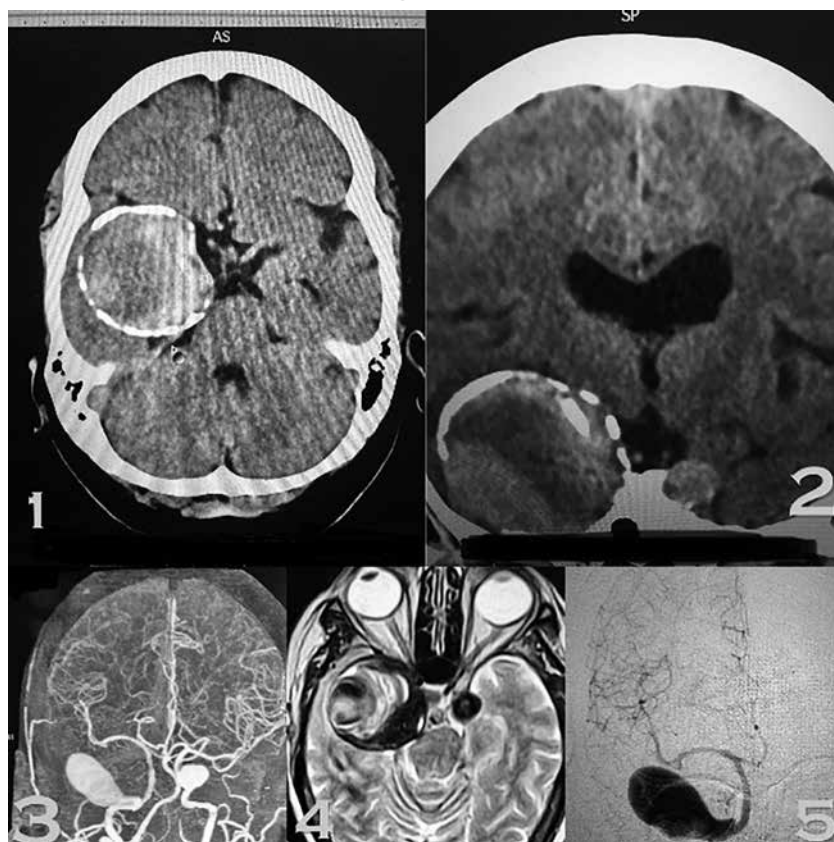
Tomografía simple que muestra Aneurisma gigante de arteria carótida interna segmento cavernoso
